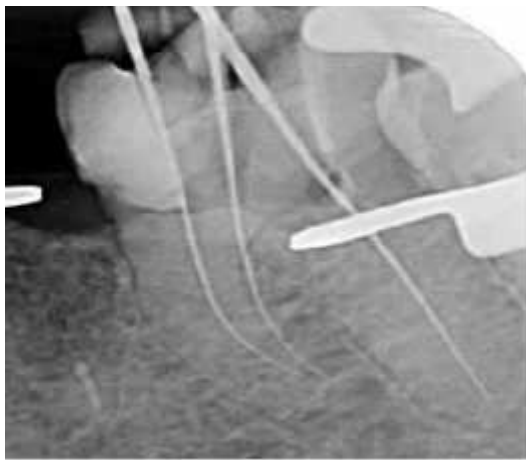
radiographie limes de cathérisation en place pour la détermination des LT.
